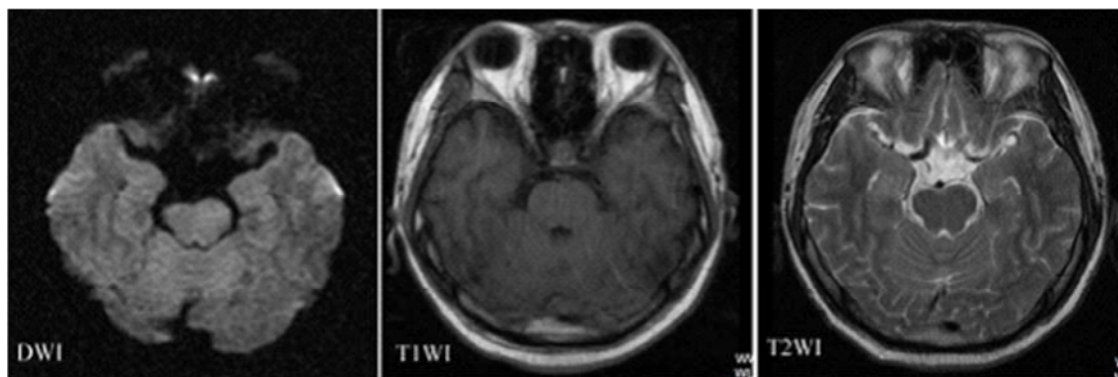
发病 3h 头 MRI 扫描未见异常信号
